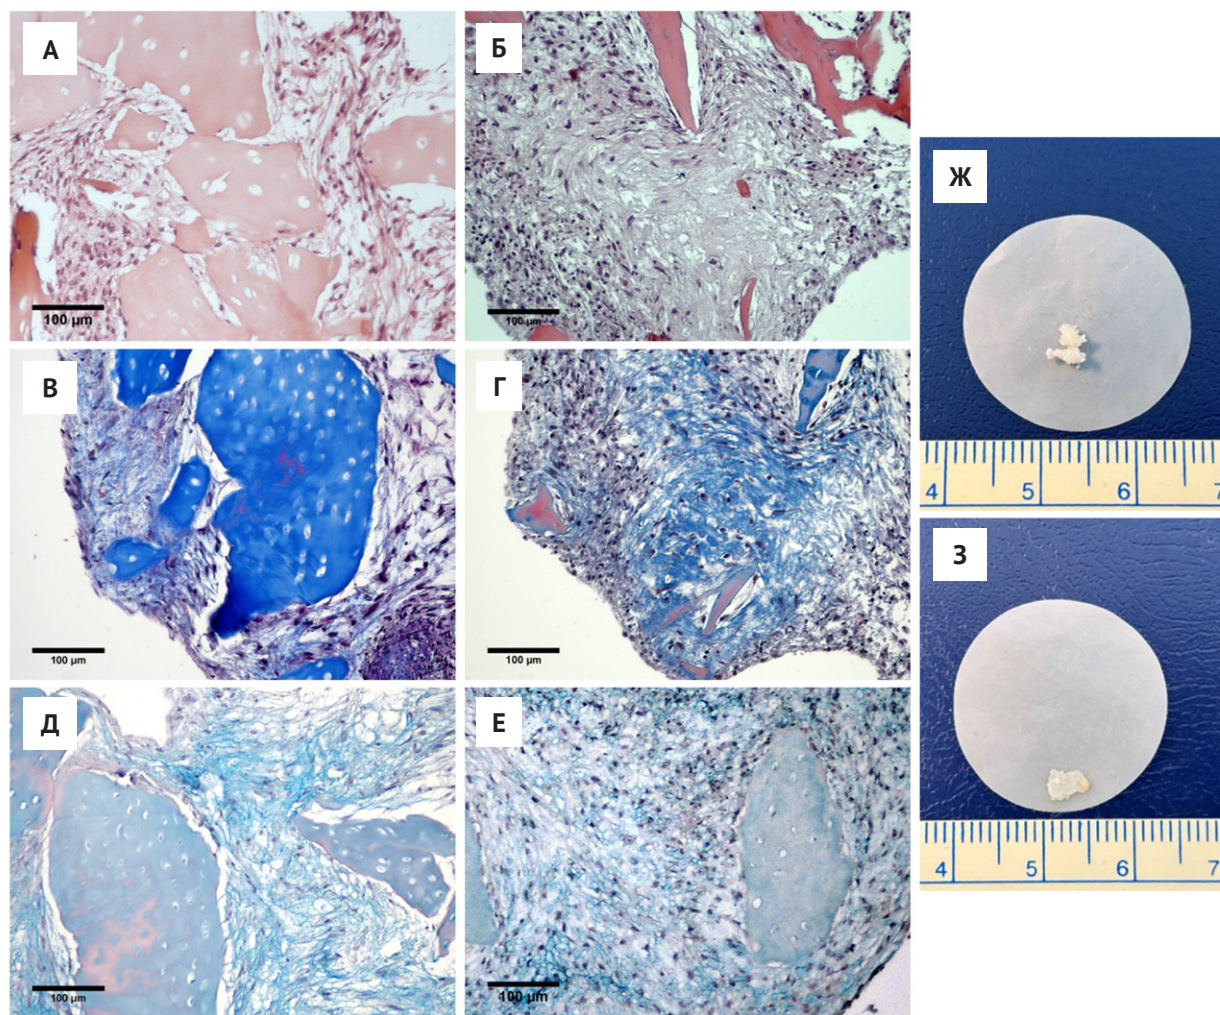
Формирование ТИК хряща при культивировании МСК на тканеспецифическом скаффолде из ДецХс в хондрогенной дифференцировочной среде в течение 14 суток: А, В, Д, Ж – в статических условиях, Б, Г, Е, 3 – в перфузионном биореакторе при скорости потока 1 мм/мин. А, Б – окраска гематоксилином и эозином, В, Г – окраска по методу Массона на коллаген, Д, Е – окраска альтиановым синим на ГАГ. Ж, 3 – внешний вид ТИК
